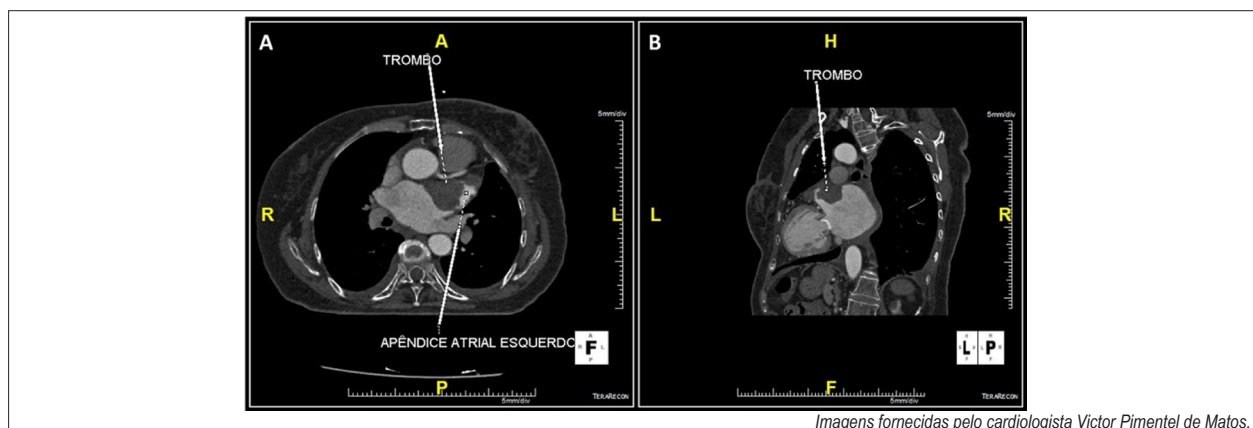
Angiotomografia evidenciando um trombo no apêndice atrial esquerdo e átrio esquerdo.
